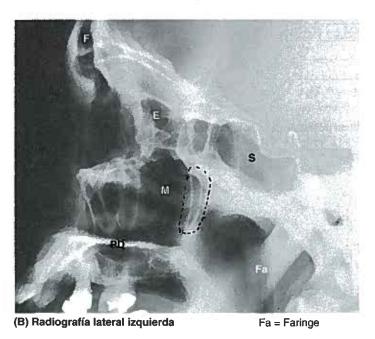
Senos paranasales I. A. Los senos paranasales del lado derecho se han abierto, siguiendo un abordaje nasal, y se han identificado por colores. Una celdilla etmoidal anterior (rosa) está invadiendo el diploe del hueso frontal para convertirse en un seno frontal. Una rama (flecha de puntos) invade la lámina orbitaria del hueso frontal. En esta imagen, el seno esfenoidal es amplio, extendiéndose: 1) posteriormente, inferior con respecto a la hipófisis; 2) lateralmente, inferior con respecto al nervio óptico (NC II), en la apófisis clinoides anterior, y 3) inferior a la apófisis pterigoides, pero dejando el conducto pterigoideo y ascendiendo como un reborde sobre el suelo del seno. El seno maxilar es piramidal. B. Radiografía de cráneo que muestra densidades de aire (áreas oscuras) asociadas a los senos paranasales, la cavidad nasal, la cavidad bucal y la faringe. Las letras se definen en la parte A.
